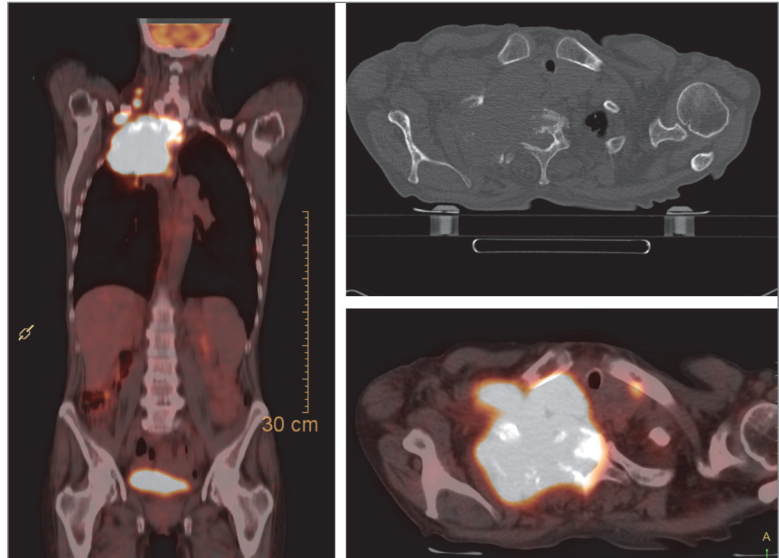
a: SCLC rechts apikal (Pancoast-Tumor) mit ossärer Destruktion des Wirbelkörpers und der angrenzenden Rippen rechts. Links fusionierte FDG-PET/CT in koronaler Schicht. Rechts oben CT im Knochenfenster in axialer Schicht, rechts unten fusionierte FDG-PET/CT in axialer Schicht.
